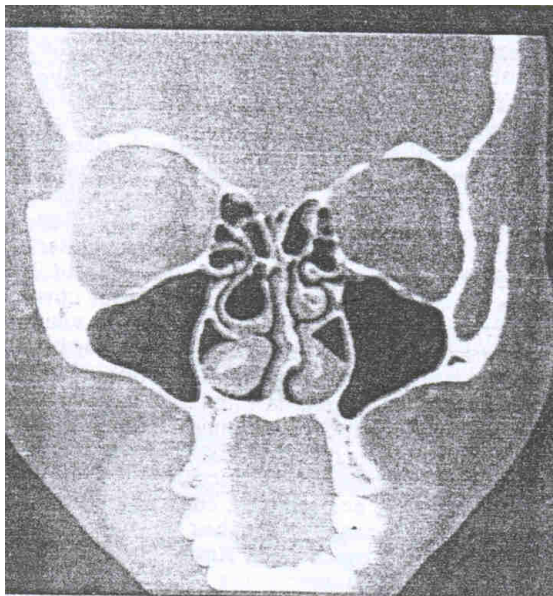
Tomografía computarizada, Corte coronal. Hipertrofia y neumatización del cornete medio.
